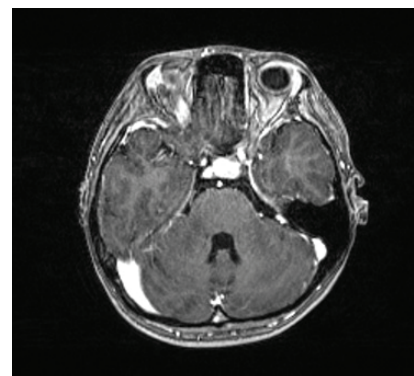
МРТ головного мозга в аксиальной проекции в режиме T1 с контрастным усилением: отмечается слабое накопление контрастного агента в пораженных участках
